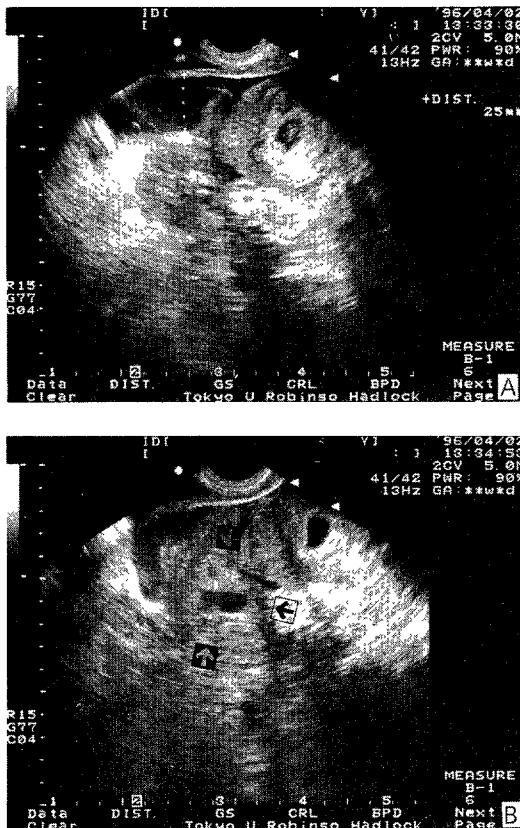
A. This sonographic film demonstrated intrauterine gestational sac in the uterine cavity and free blood in the douglas pouch(vertical depth 2.5cm)
